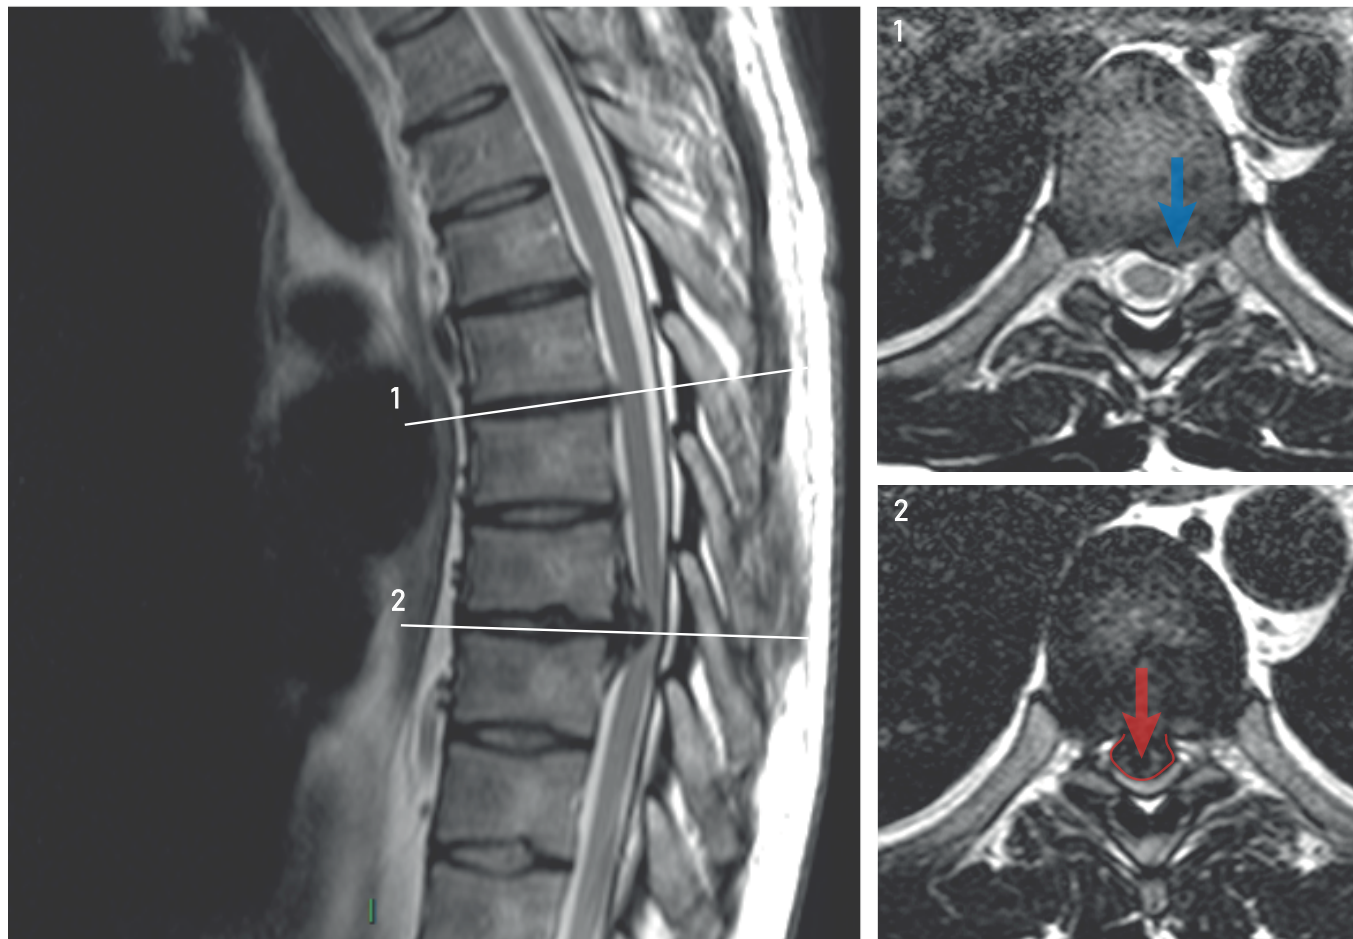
IRM en pondération T2 de la hernie discale de la figure 1. À gauche, en coupe sagittale médiane, on voit bien la hernie qui est en T8-T9. On note aussi le degré de compression et de déformation de la moelle épinière. À droite et en haut, coupe axiale sur le niveau T6-T7, où l'on note la bonne liberté du sac dural malgré une petite hernie à gauche (flèche bleue), qui sera toujours asymptomatique et banalisée 10 ans plus tard. À droite en bas, sur une coupe axiale du niveau T8-T9, on voit bien le caractère massif, globuleux et central de la hernie (flèche rouge). Le cordon est déformé et son diamètre antéro-postérieur n'est plus que de 2,5 mm.
